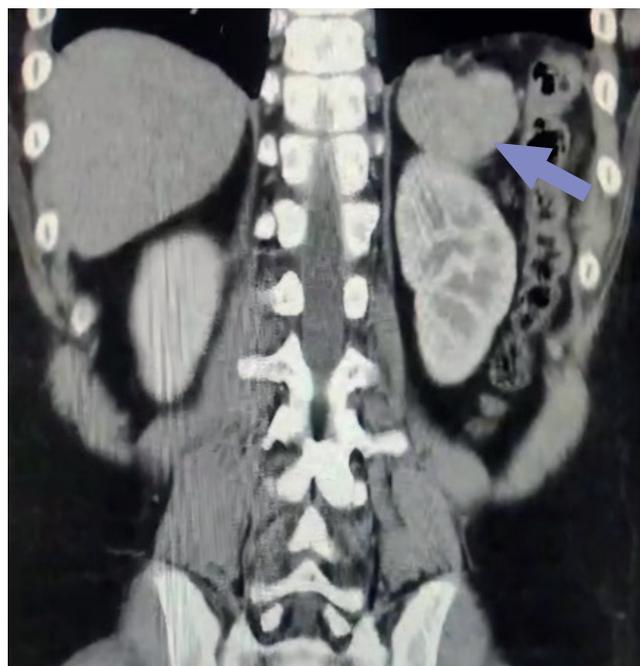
Tomografía computada de abdomen en corte axial y coronal en donde se observa la presencia de imagen isodensa de 54x 46 x41 mm por arriba del polo renal izquierdo compatible con bazo accesorio retroperitoneal (flechas).
